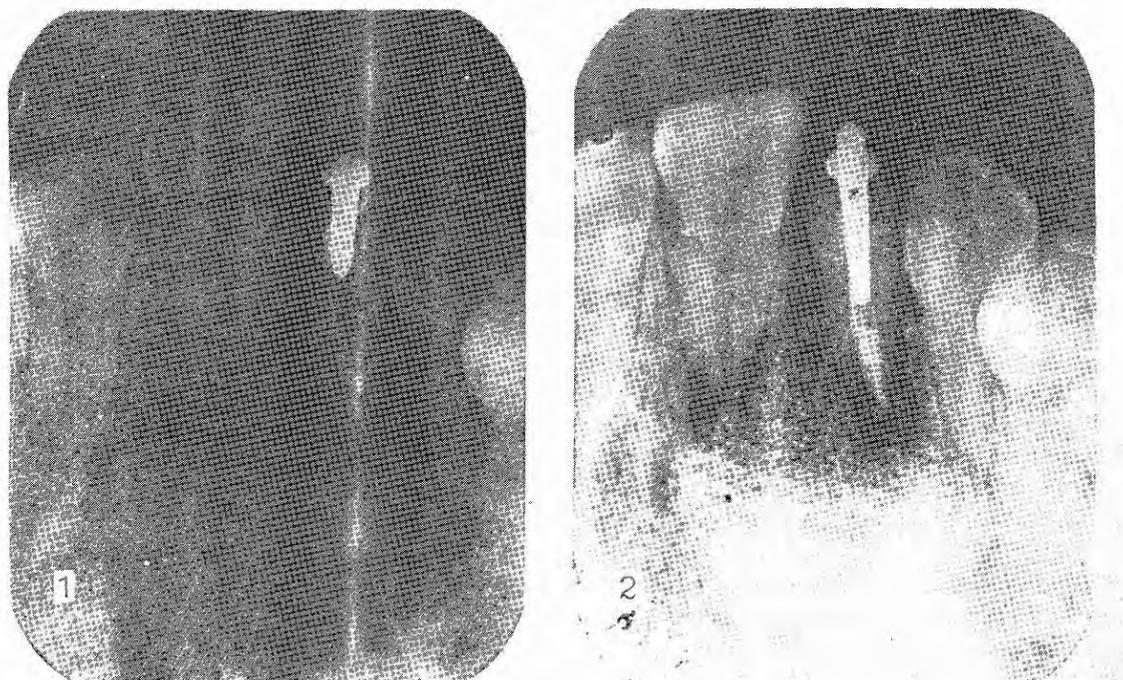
Tratamiento de un quiste periapical con granulado de hidroxiapatita porosa HAP-200. 1) Radiografía antes de la operación, 2) Imagen radiográfica 6 meses después de la implantación (cortesía de la Dra. B. Beauballet).
